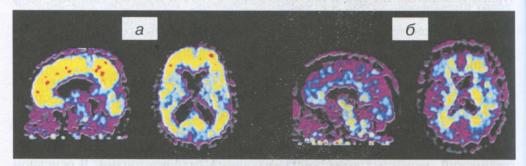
Позитронно-эмиссионная томография с питсбургским веществом выявляет значительное отложение в головном мозге патологического бета-амилоида (включения красного цвета) при болезни Альцгеймера (а) в сравнении с возрастной нормой (б)
